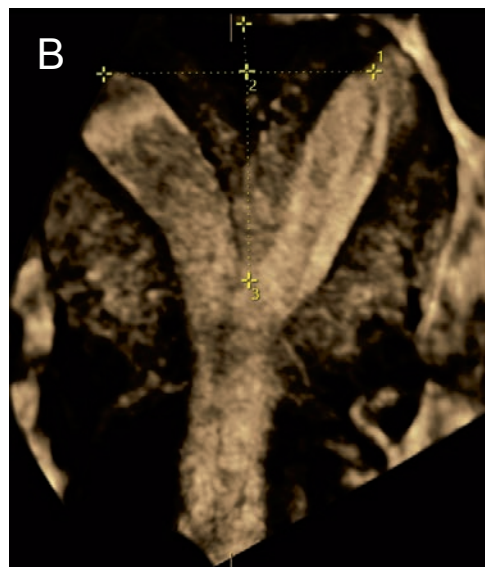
Uterine Malformation ESHRE/ESGE U2b; A: 2-D-Transvaginalsonographie; B: 3-D-Transvaginalsonographie (Bild: L. Raio).
